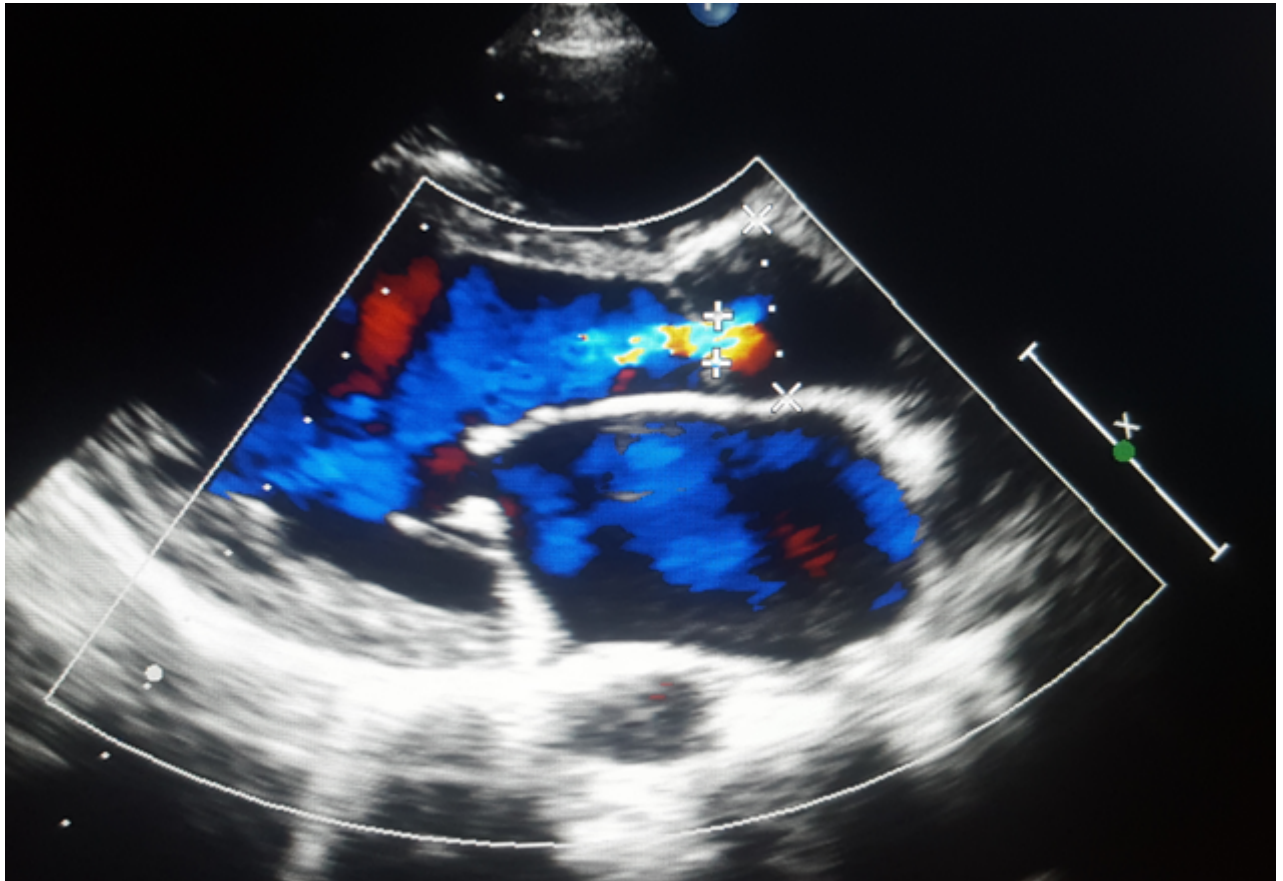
20 :échographie d'un patient de notre série présentant une insuffisance aortique, et une IM avec des valves mitrales remaniées
